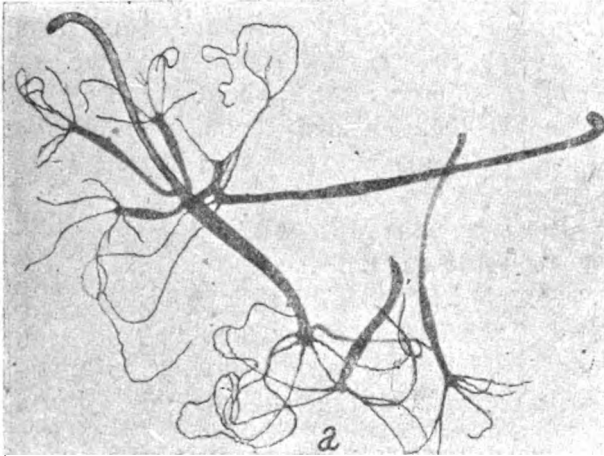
Вплив рентгенівського проміння на регенерацію в гідри. а. Стимульована регенерація. б. Наслідки опромінювання дозою, що межує з смертельною (за А. Заварзіним і Г. Стреліним, 1928)
